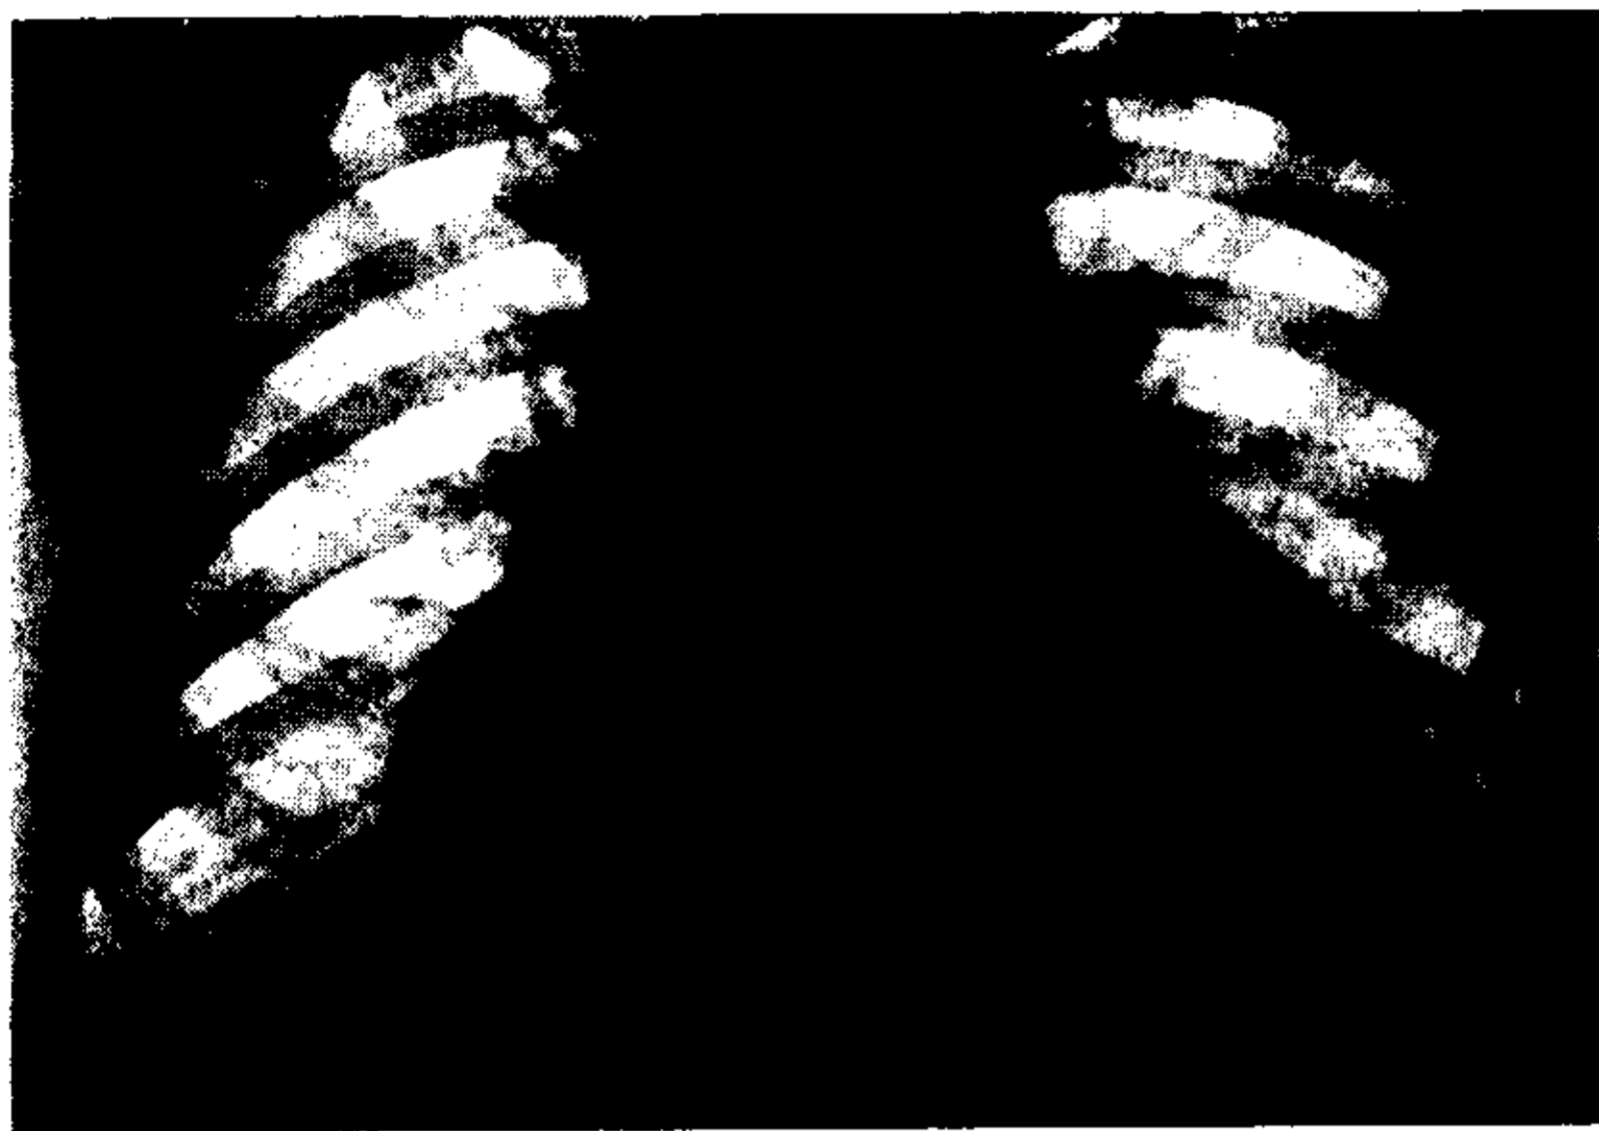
Radiografía standard. En las grandes dilataciones cardíacas la sombra pedicular se deforma y su interpretación se torna difícil o imposible.
